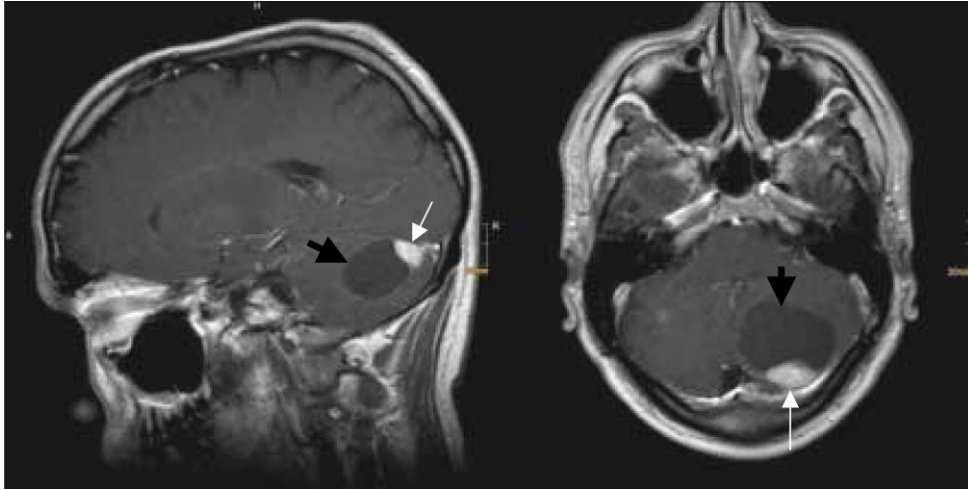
Zystisches Kleinhirnhämangioblastom mit wandständigem solidem Tumoranteil (weiße Pfeile) und großer Tumorzyste (schwarze Pfeile). Kernspintomographie mit Kontrastmittel (Gadolinium).
